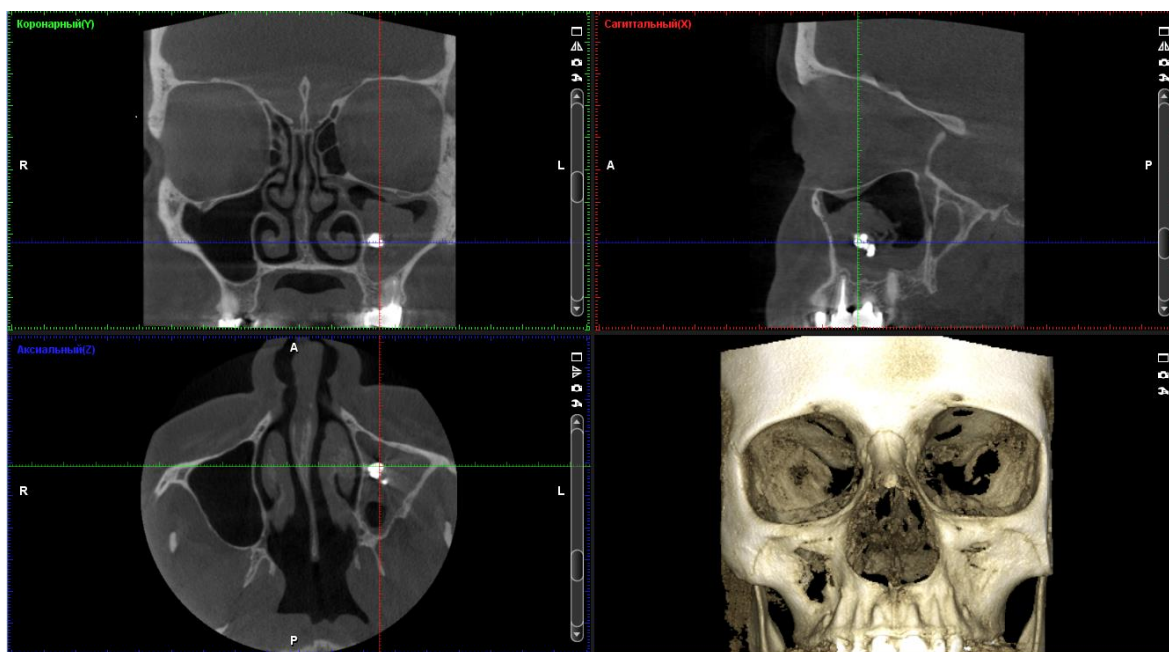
Tomografia computerizată a sinusurilor paranasale. Fungus ball al sinusului maxilar pe stânga cu calcificat metalic. Scor Lund-Mackay: dreapta – 1, stânga 4
